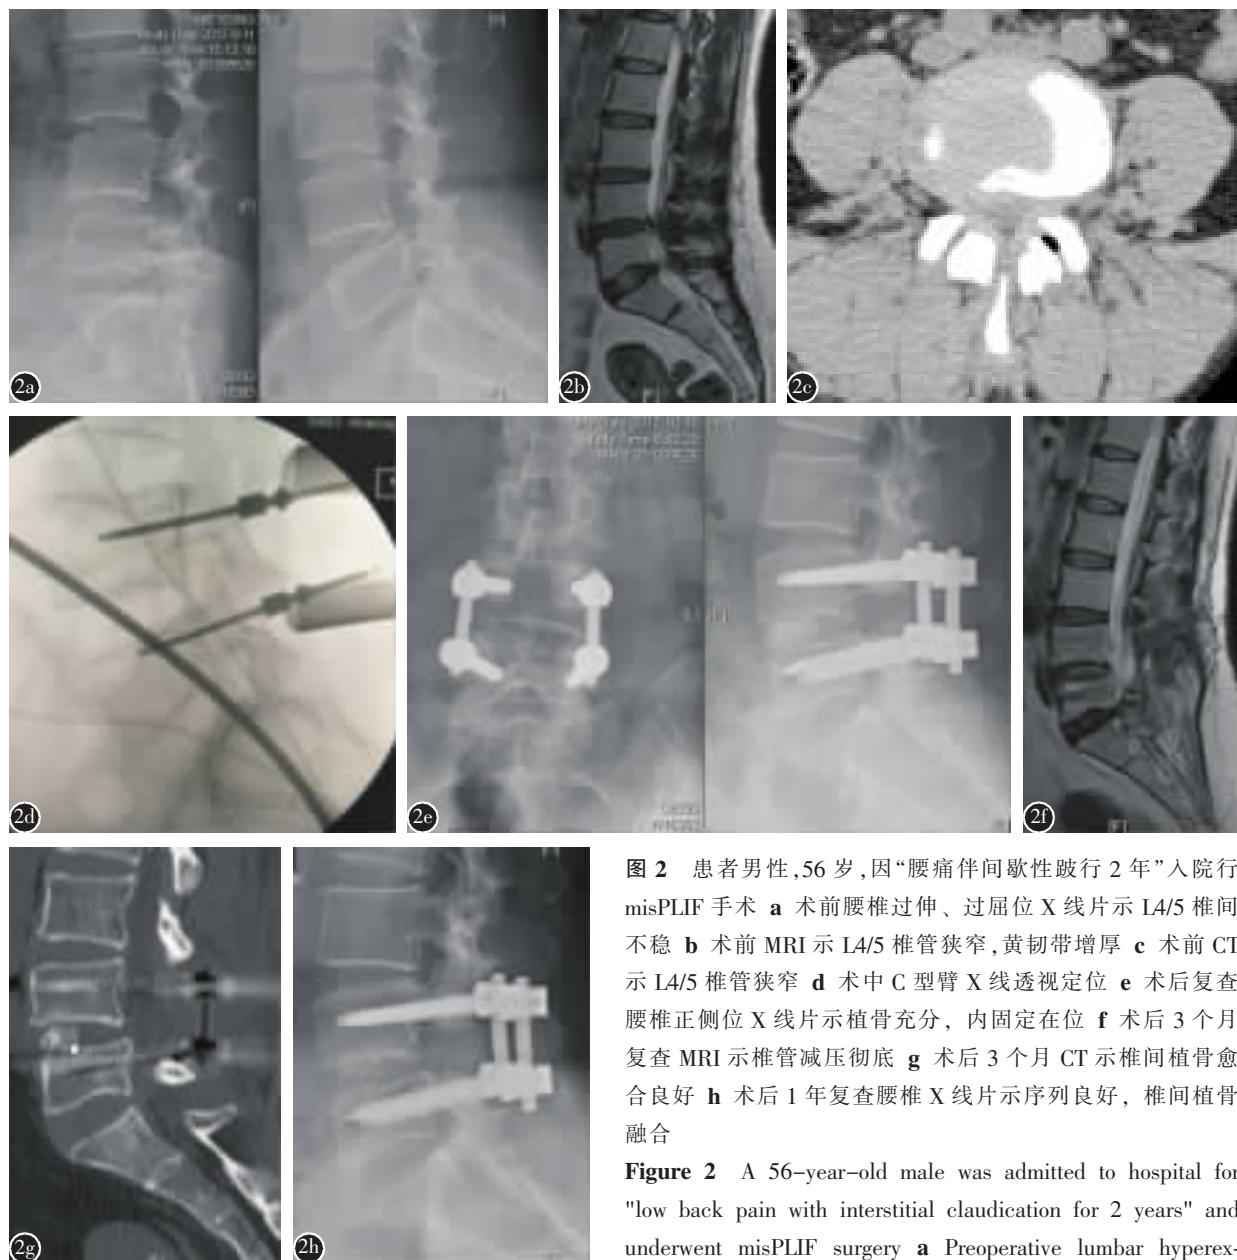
患者男性,56岁,因“腰痛伴间歇性跛行 2 年”入院行 misPLIF 手术 a 术前腰椎过伸、过屈位 X 线片示 L4/5 椎间不稳 b 术前 MRI 示 L4/5 椎管狭窄,黄韧带增厚 c 术前 CT 示 L4/5 椎管狭窄 d 术中 C 型臂 X 线透视定位 e 术后复查腰椎正侧位 X 线片示植骨充分, 内固定在位 f 术后 3 个月复查 MRI 示椎管减压彻底 g 术后 3 个月 CT 示椎间植骨愈合良好 h 术后 1 年复查腰椎 X 线片示序列良好, 椎间植骨融合
